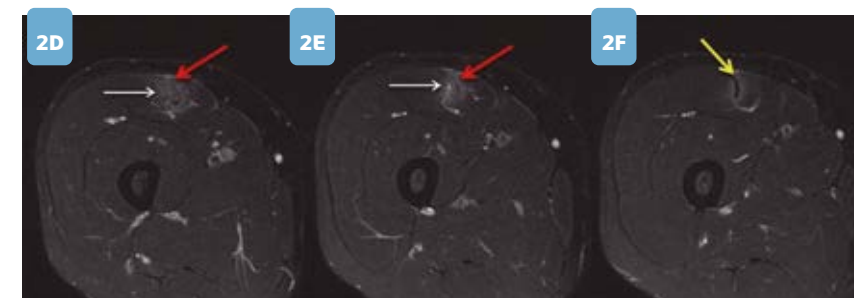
(d-f): Imagens consecutivas de RM no plano transversal na ponderação STIR no terço médio da coxa no nível da lesão na junção miotendínea da cabeça indireta do reto femoral mostrando o edema de permeio às fibras (setas brancas), a área de solução de continuidade onde o tendão é indefinido (setas vermelhas) e o tendão central normal distalmente (seta amarela).
